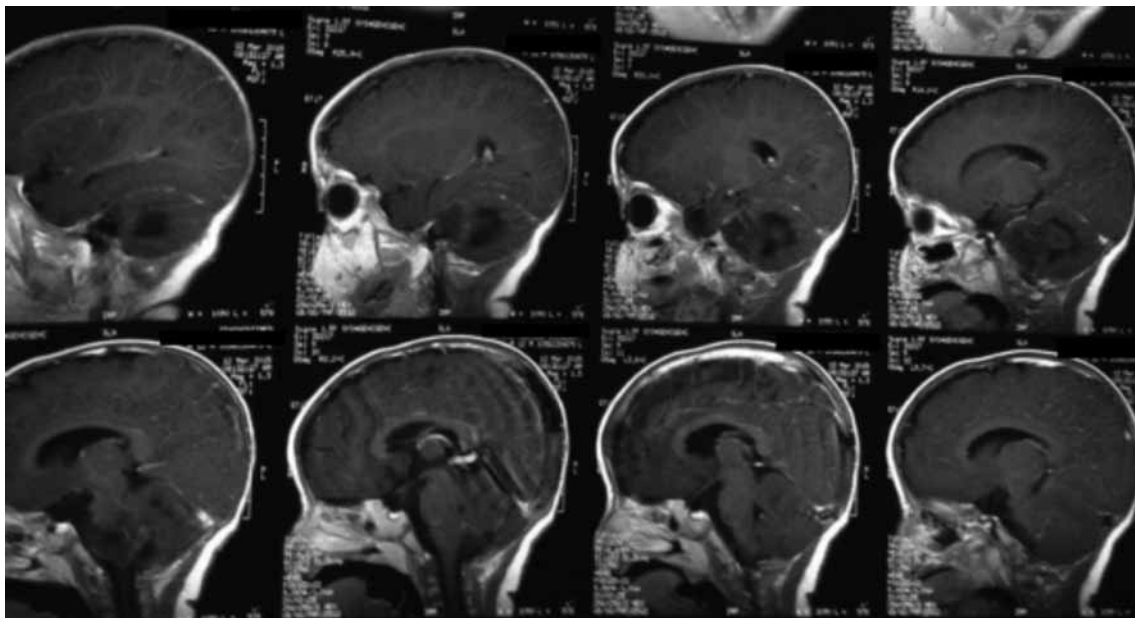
Resonancia magnética cerebral, potenciada en T1, corte sagital, con contraste.
